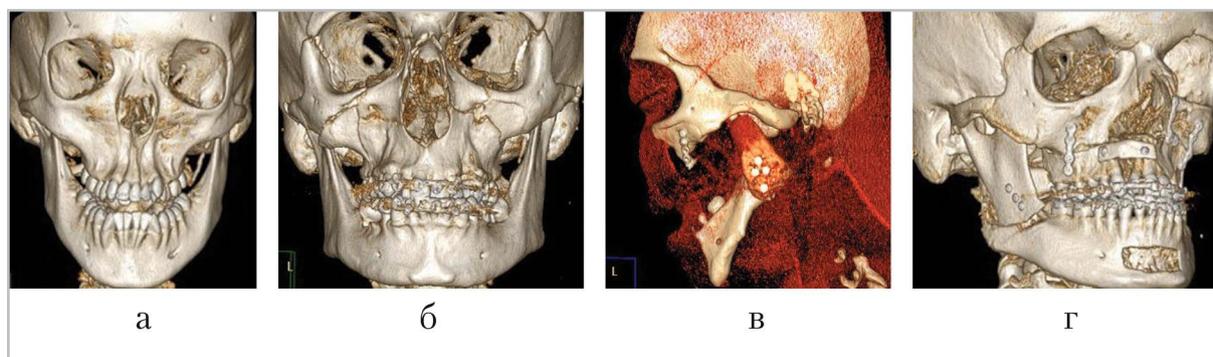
МСК-томограммы, 3D-реконструкции: *а* — аномалия развития лицевого отдела черепа; *б* — механическая травма; *в* — контроль после ортогнатической и реконструктивной операции; *г* — контроль эндопротезирования ВНЧС
